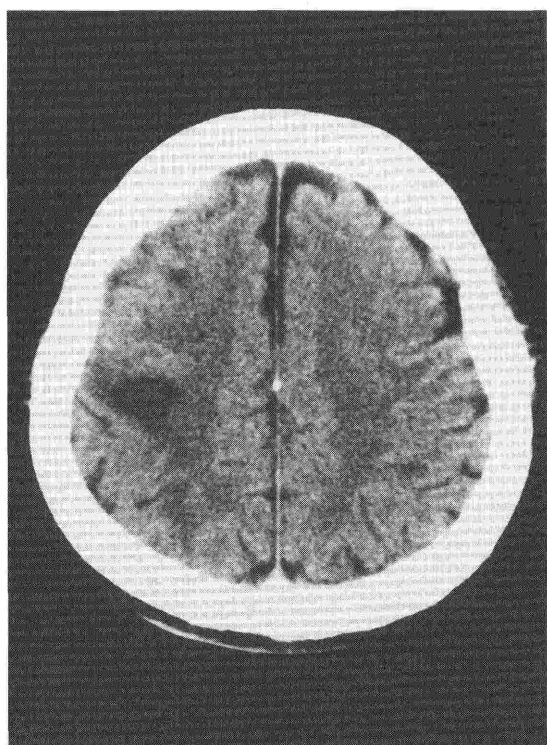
術前頭部CT所見；右頭頂葉から側頭葉にかけてのlow density areaを認めたが、左片麻痺は比較的早期に改善した。
